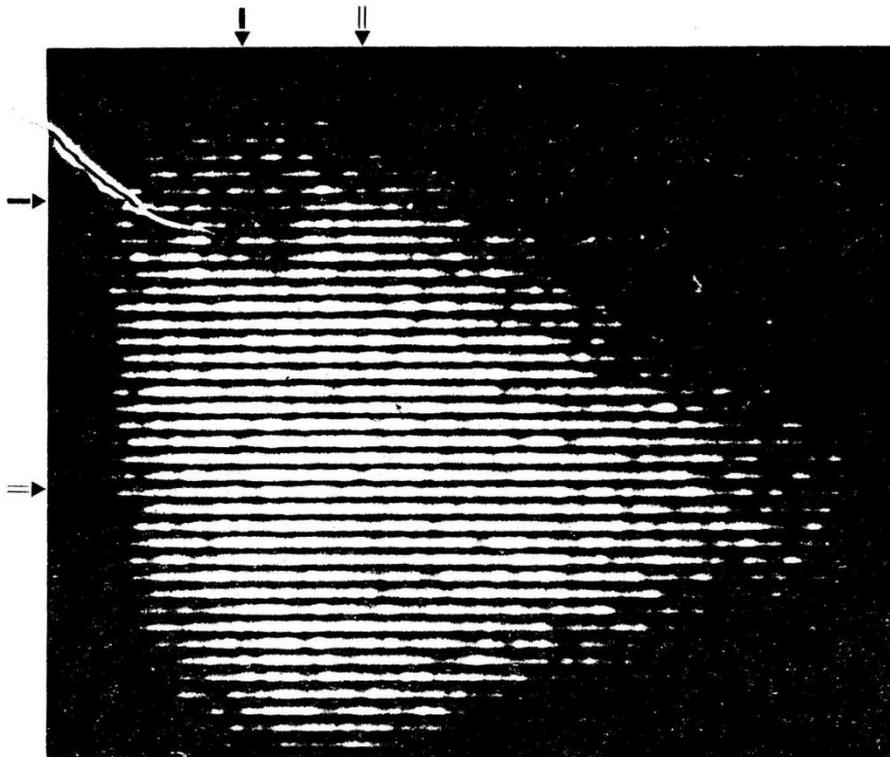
Scintigramme sur film radiographique du fantôme de foie (balayage à 60 cm/m, collimateur nid d'abeille à 265 trous, cristal 5 × 5 pouces). L'emplacement des 2 rondelles de plomb est situé à l'intersection des flèches.
